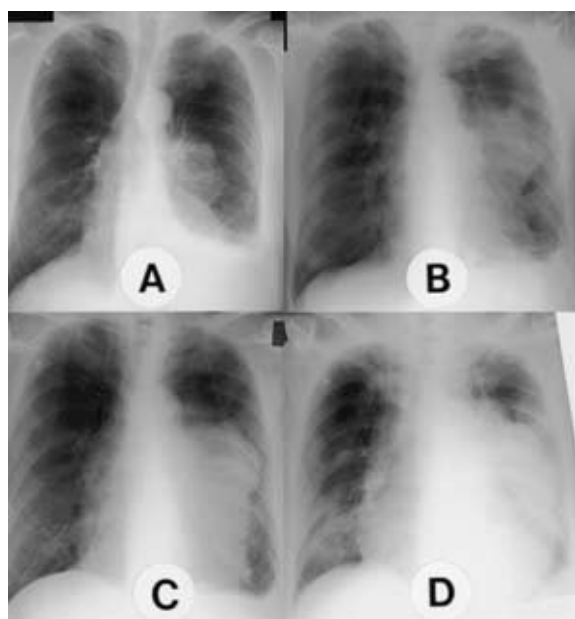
Chest radiographs showing the growth of a large mass A )on March 1, B )on March 7, C )on March 18 and D ) on March 29
